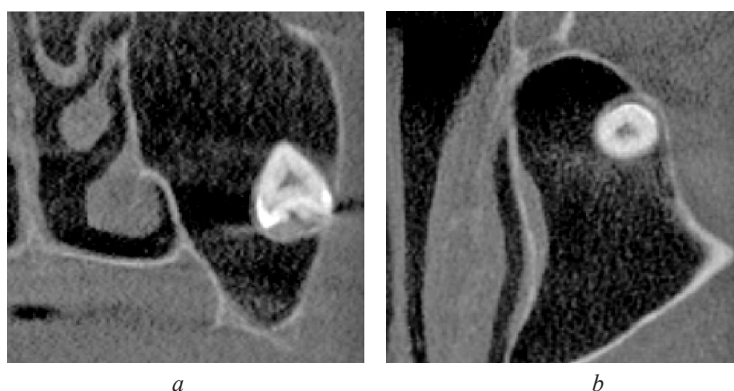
CBCT, coronal (a) and axial (b) images showing ectopic left maxillary molar inside the maxillary sinus
